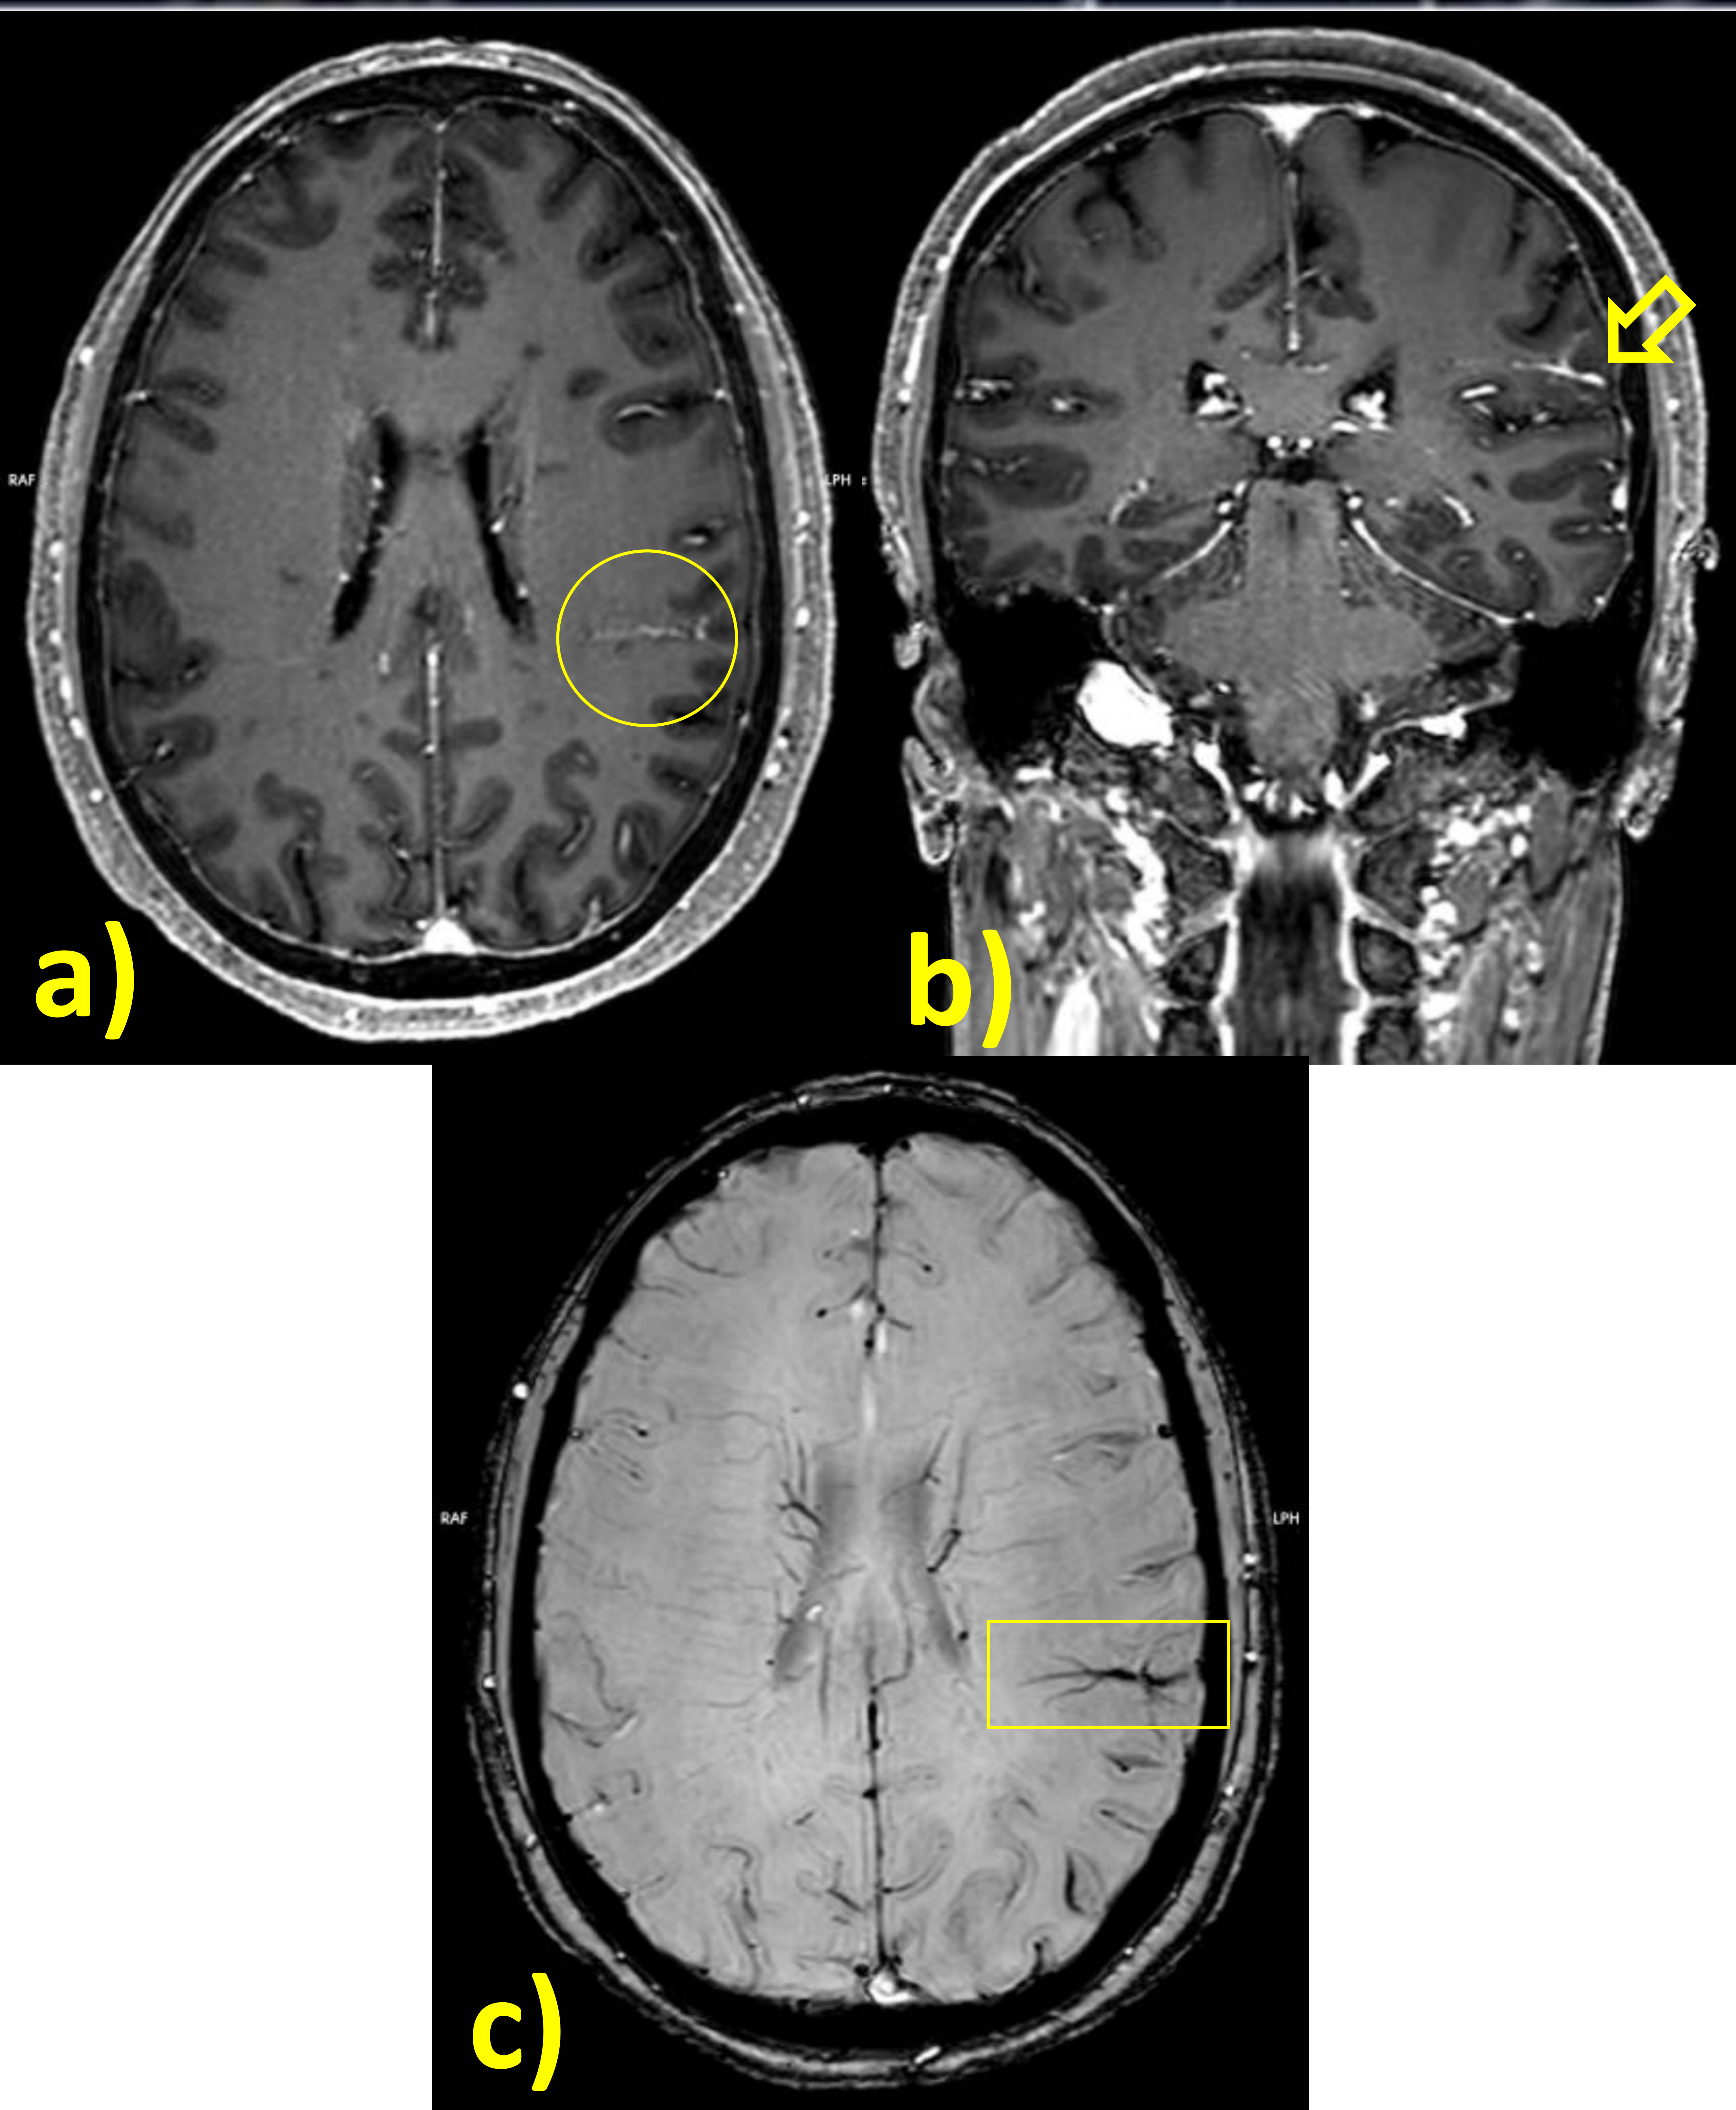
Anomalia venosa del desarrollo en RM de seguimiento de EM de mujer de 59 años, en la que no se identificaban realces que sugirieran lesiones desmielinizantes activas. a) En la secuencia T1WI C+ axial se observa una captación vascular lineal parietal inferior izquierda (○). b) TWI C+ coronal donde se identifica la vena colectora (↘) y algunas venas tributarias. c) SWI C+ muestra claramente el signo de “cabeza de medusa” (□).
